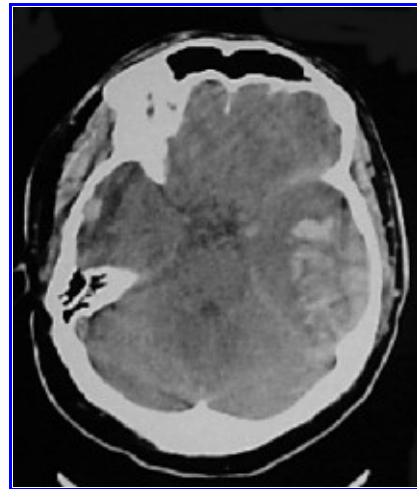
TAC de cráneo. Hematoma intraparenquimatoso postraumático.
